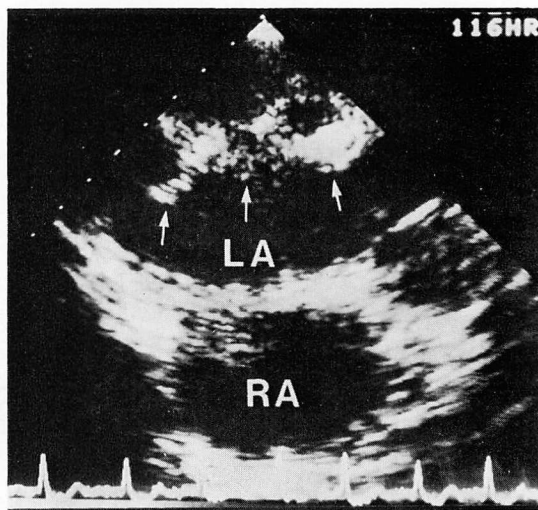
Transesophageal 2-D echocardiogram of the left atrium obtained from a patient with mitral stenosis and atrial fibrillation (Case 1).
